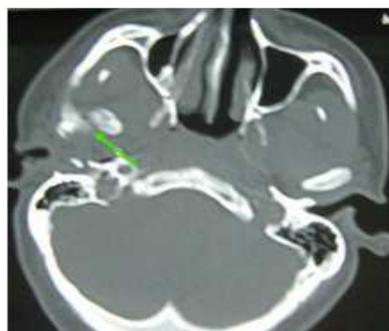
Fracture capitale droite, indiquée par la flèche verte sur le panoramique dentaire, noter la luxation antéro-interne du condyle sur la TDM en coupe axiale [21]
